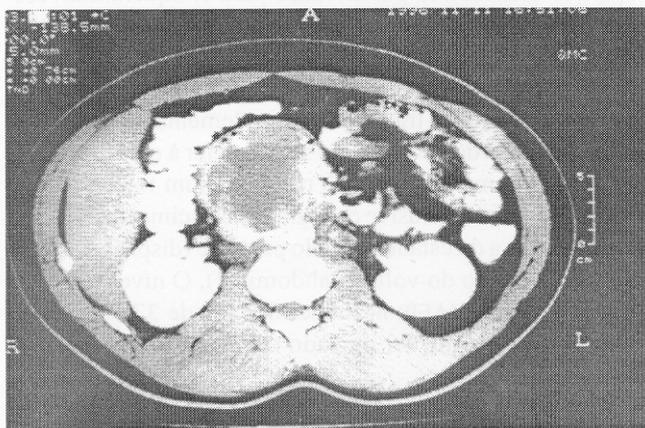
Tomografia de abdome pré-operatória
